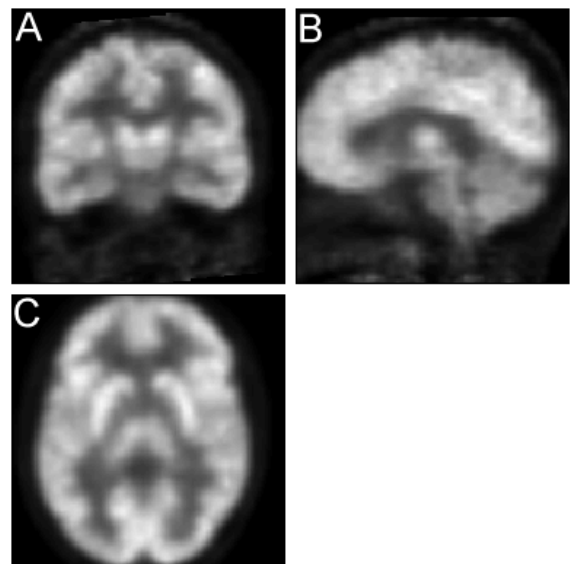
Ejemplo de estudio PET cerebral. Vistas coronal (A), sagital (B) y axial (C).
